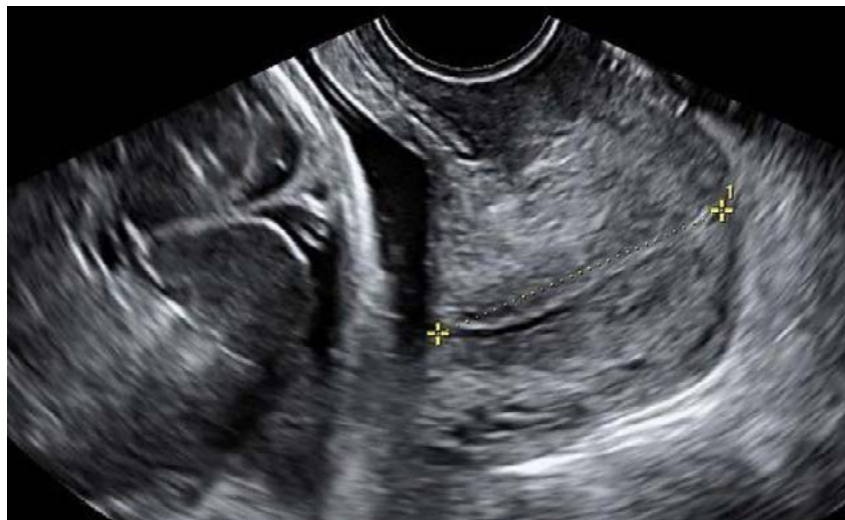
medición del canal cervical mediante ecografía transvaginal
